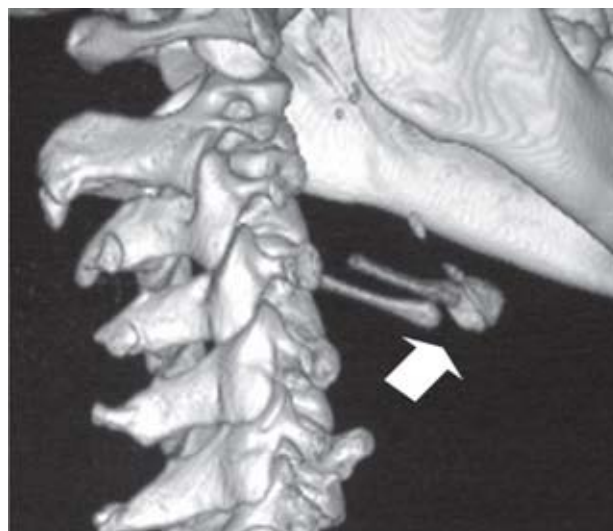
Tomografía computada con reconstrucción en 3-D donde se aprecia trazo de fractura.
